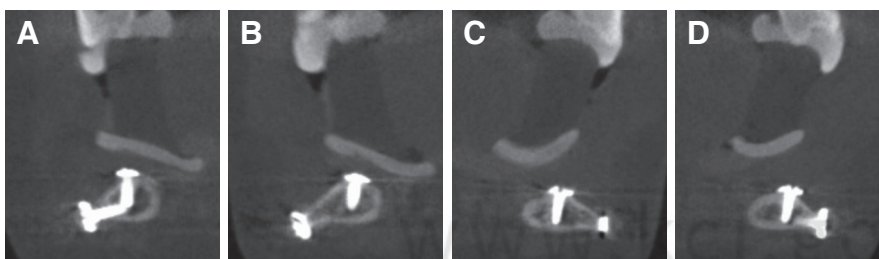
Cone beam CT images for implants planning. (A) Mandibular right first premolar, (B) Mandibular right canine, (C) Mandibular left canine, (D) Mandibular left first premolar.
